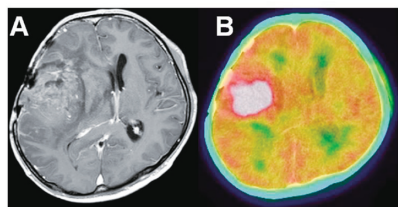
Contrast-enhanced T1-weighted MRI (A), ¹⁸F-FMISO PET/CT (B) images in a case No.2 with anaplastic oligodendroglioma in the right temporal lobe. Tumor-to-blood count ratio, tumor-to-LV count ratio, and SUVmax were 2.79, 2.19, and 3.14 respectively.
